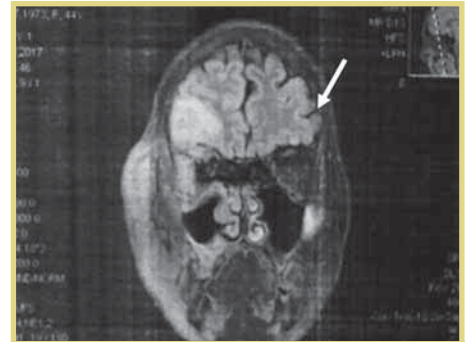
Формирование энцефалитического очага по данным МРТ (8-е сутки госпитализации)
